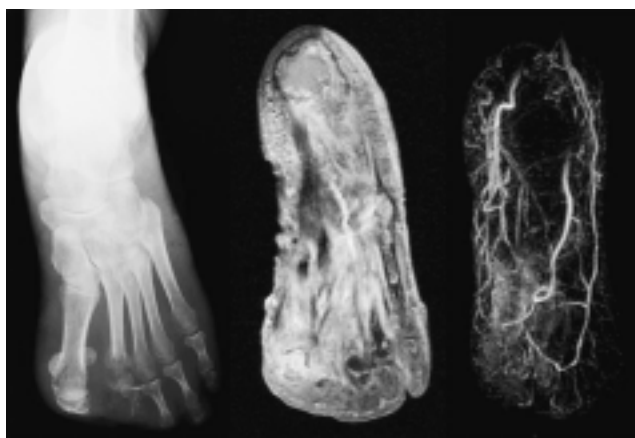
Radiografía de pie diabético y secuencias en coronal T1 con saturación grasa con gadolinio y secuencia TRICKS que muestran celulitis profunda, con datos de osteomielitis con hiperemia.
